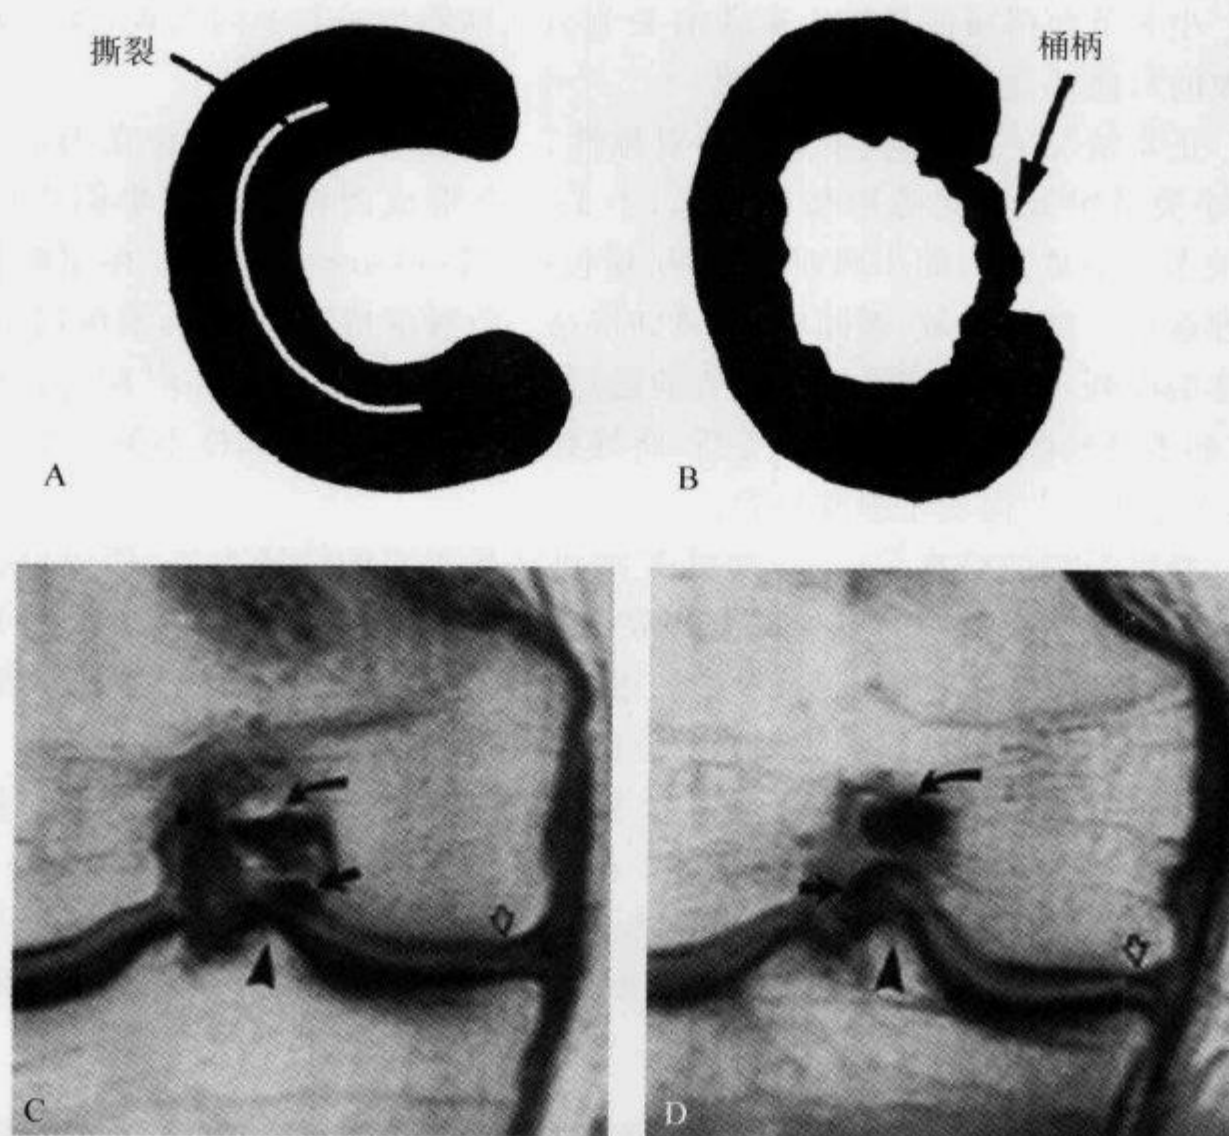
线图及 MRI 冠状位质子密度像示“窝内碎片征”
